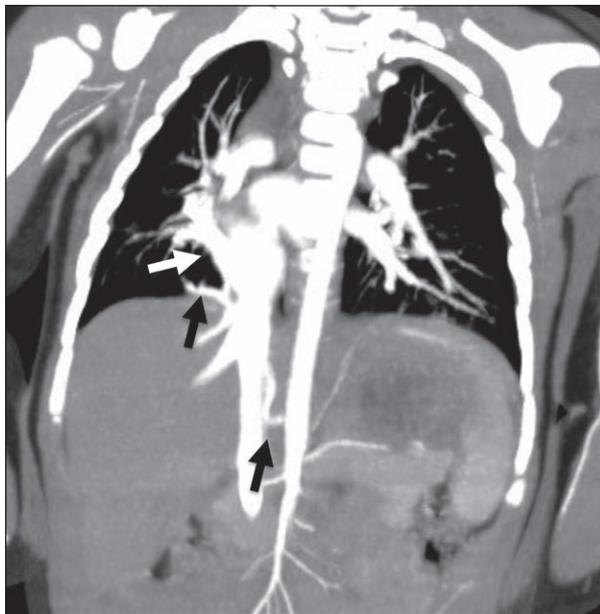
Angio-TC. Venas pulmonares derechas drenando al tronco colector que acaba en vena cava inferior (flecha blanca) y rama arterial aberrante que proviene de aorta e irriga lóbulo inferior derecho (flechas negras).
